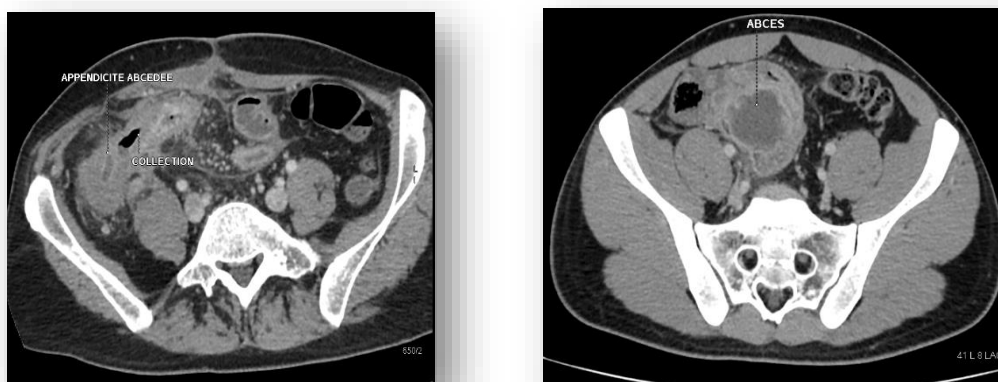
Coupes TDM montrant un abcès appendiculaire
